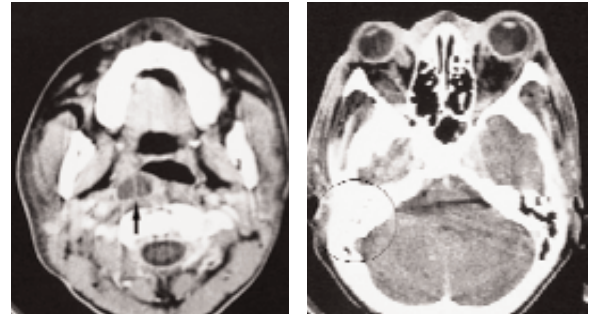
TDM : Coupes axiales après injection de produit de contraste montrant :
